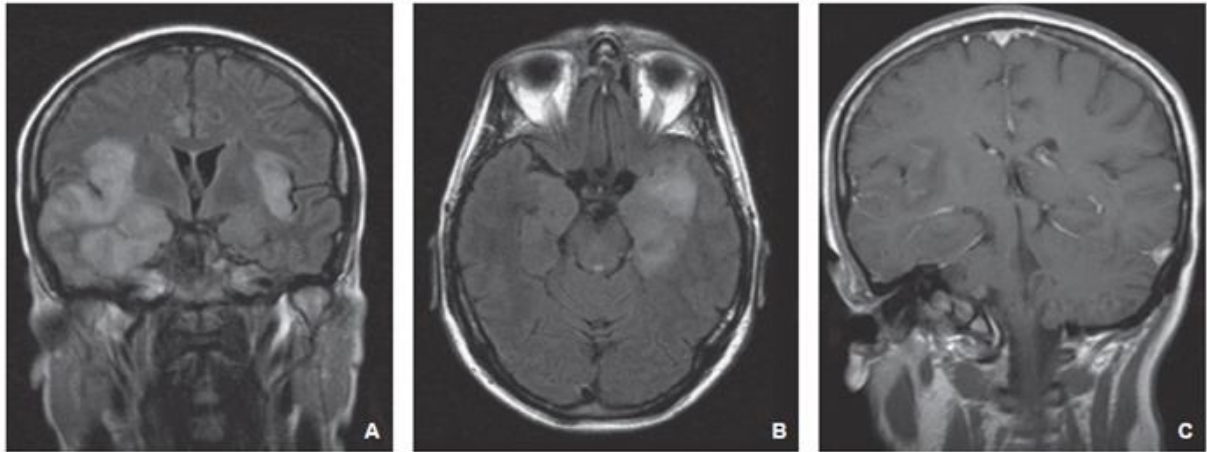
Séquence coronale FLAIR mettant en évidence une encéphalite herpétique caractérisée par une atteinte bilatérale et asymétrique des régions insulaires, cingulaires et temporale A à C. Il s'agit des zones de prédilection de l'atteinte herpétique [43].
